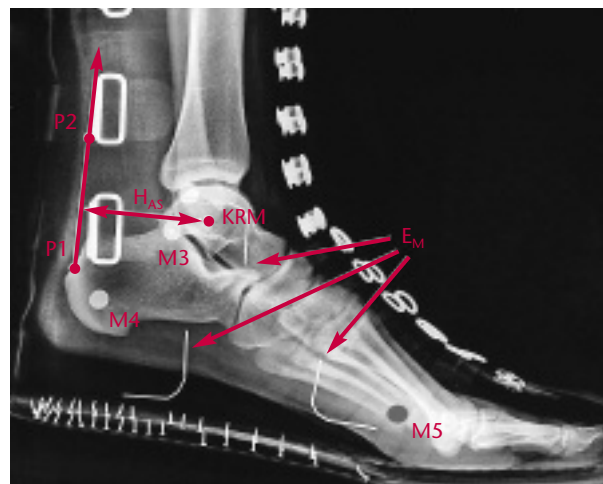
Röntgenbild mit internen und externen Markern. M3/M4/M5: schuh-internes Markerset, direkt auf den Fuß angebracht (Metallblättchen); E_M : schuh-externes Markerset (Metalldrähte); KRM: Konstanter Rotationsmittelpunkt; P1: Insertionspunkt der AS; P2: Verlaufspunkt AS; H_{AS} : Achillessehnenhebelarm.
